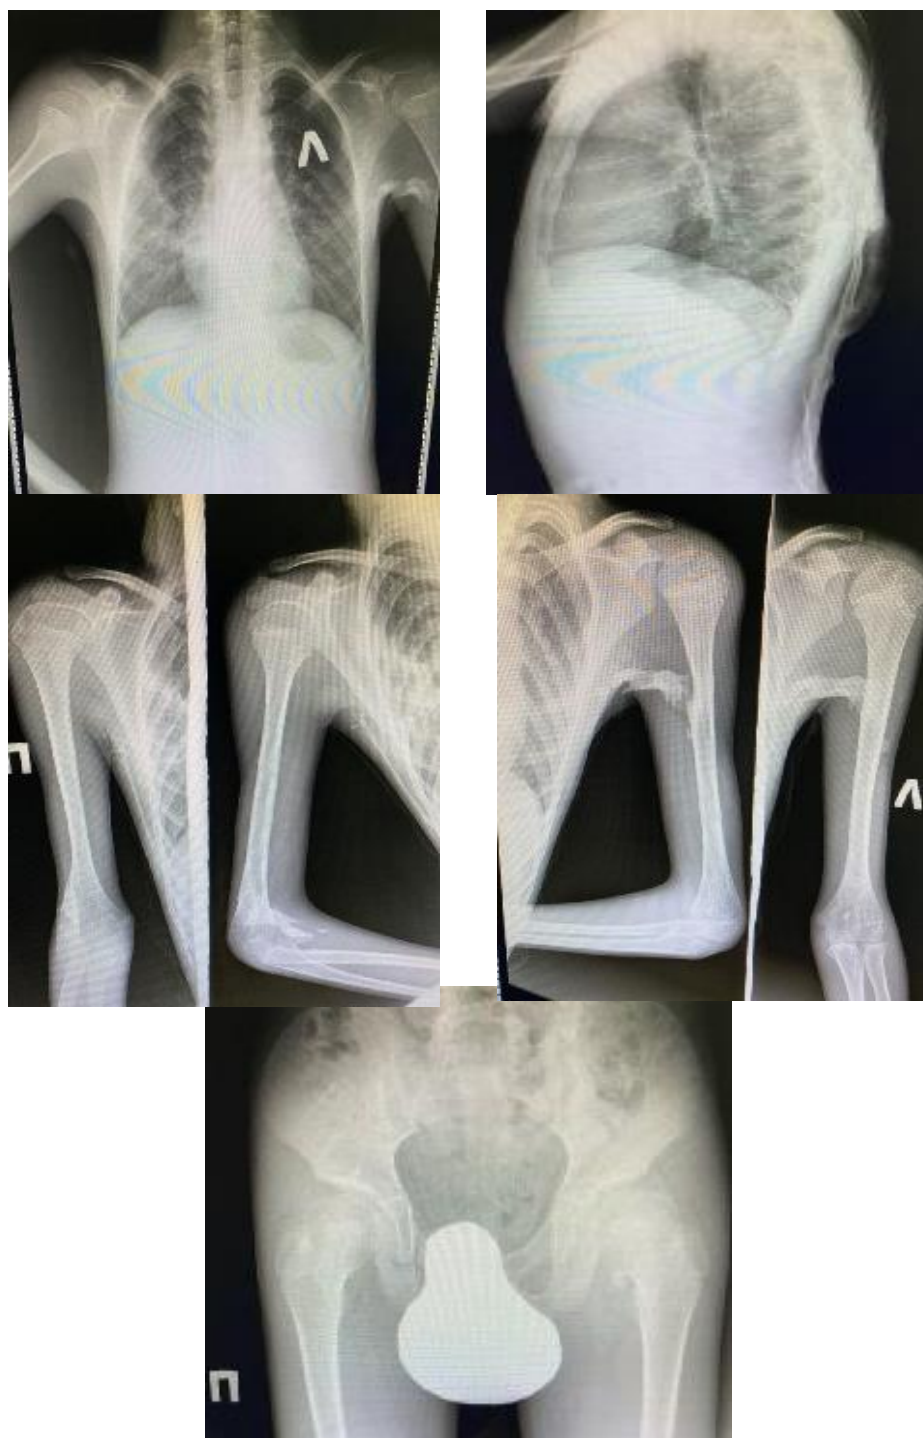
Shows radiographs of the chest, humerus with the capture of the shoulder and elbow joints, pelvis and both hip joints. In soft tissues, areas of additional ossification of irregular shape and various sizes are determined
